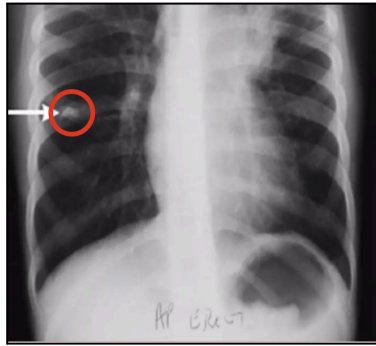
Complejo de Ghon en radiografía [40]
